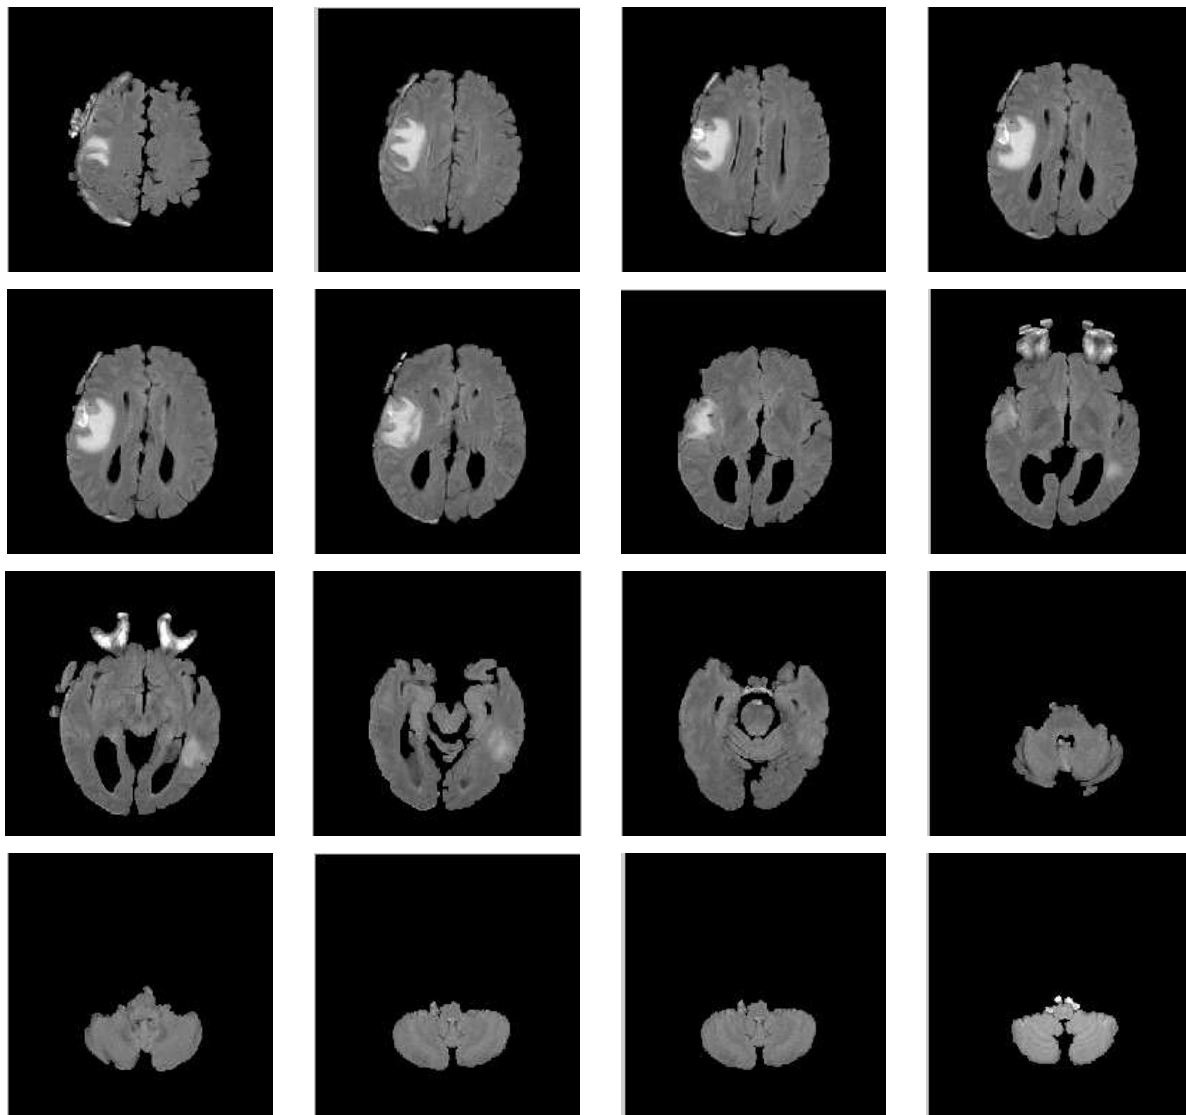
Résultats du filtrage anisotrope sur des images IRM, avec différentes modalités
